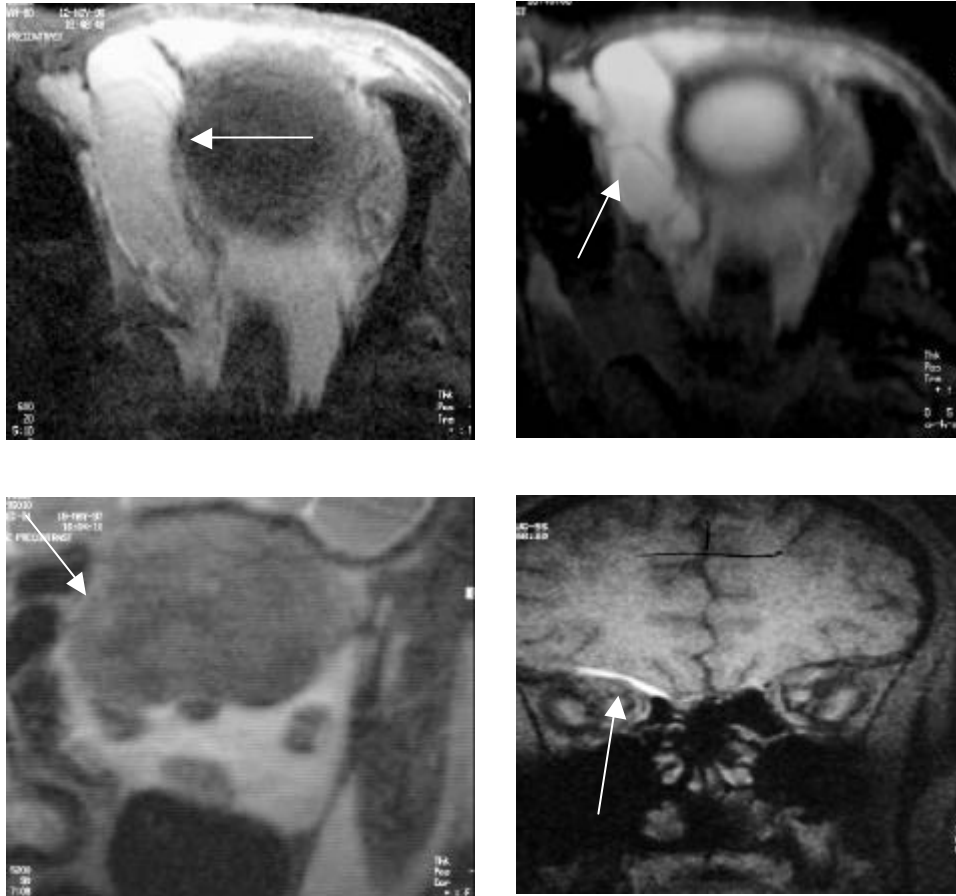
(oben links) und Abb. 422 (oben rechts): Lymphangiom mit hoher Signalintensität im linken extrakonalen Kompartiment in der T1- (oben links) und der T2-gewichteten MRT (oben rechts).
